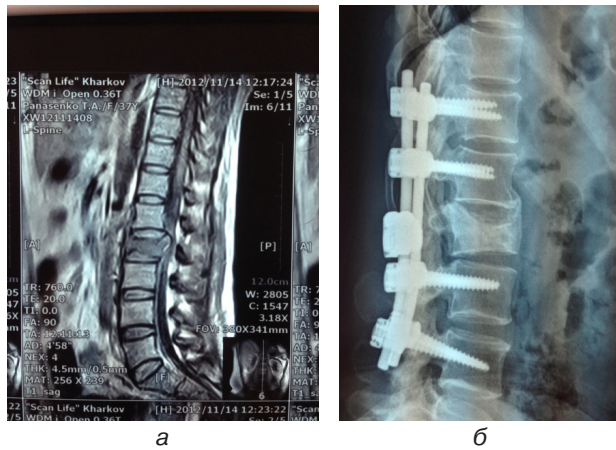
Фотовідбиток магніторезонансної томографії: а — відразу після травми; б — рентгенографія через 1,5 року після травми
